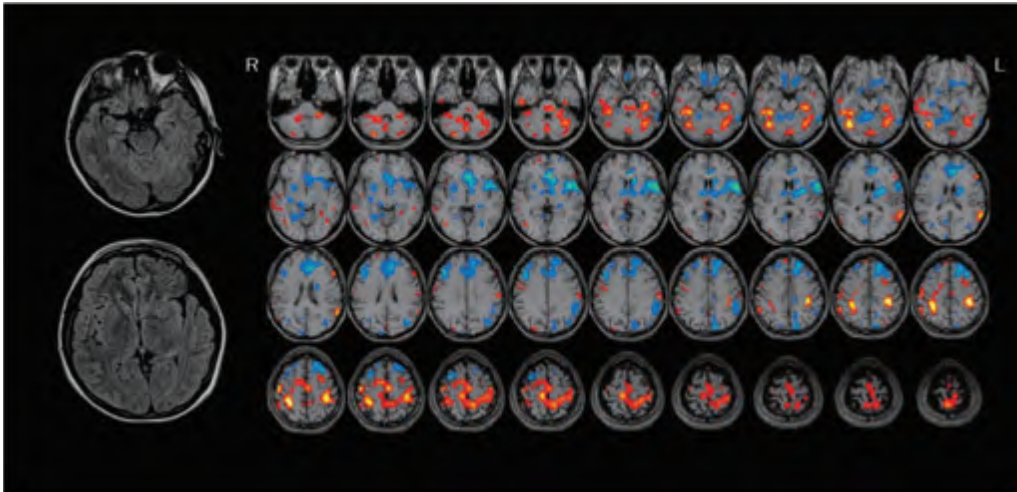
NMDA受容体脳炎(30/F)の頭部MRI(T2/FLAIR)と脳血流SPECT(e-ZIS)
